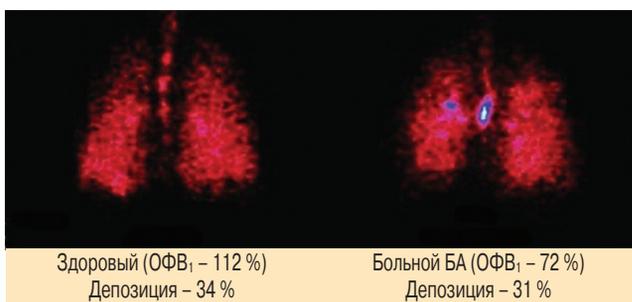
Сцинтиграфия легких здорового человека и больного БА после ингаляции 4 доз экстрамелкодисперсной фиксированной комбинации БДП / формотерола
